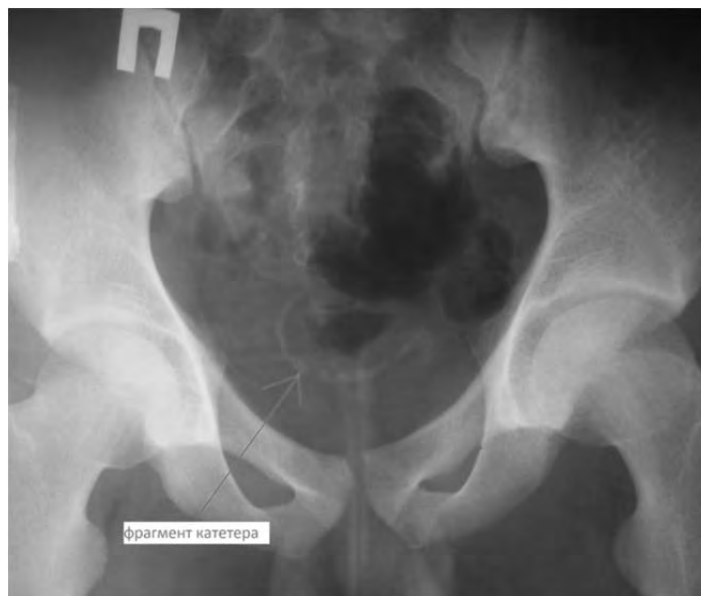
Оглядова рентгенографія малого тазу (фрагмент катетера після невдалої самостійної спроби видалення епіцистостомічного дренажу у дитини із нервово-м'язовою дисфункцією сечового міхура)
